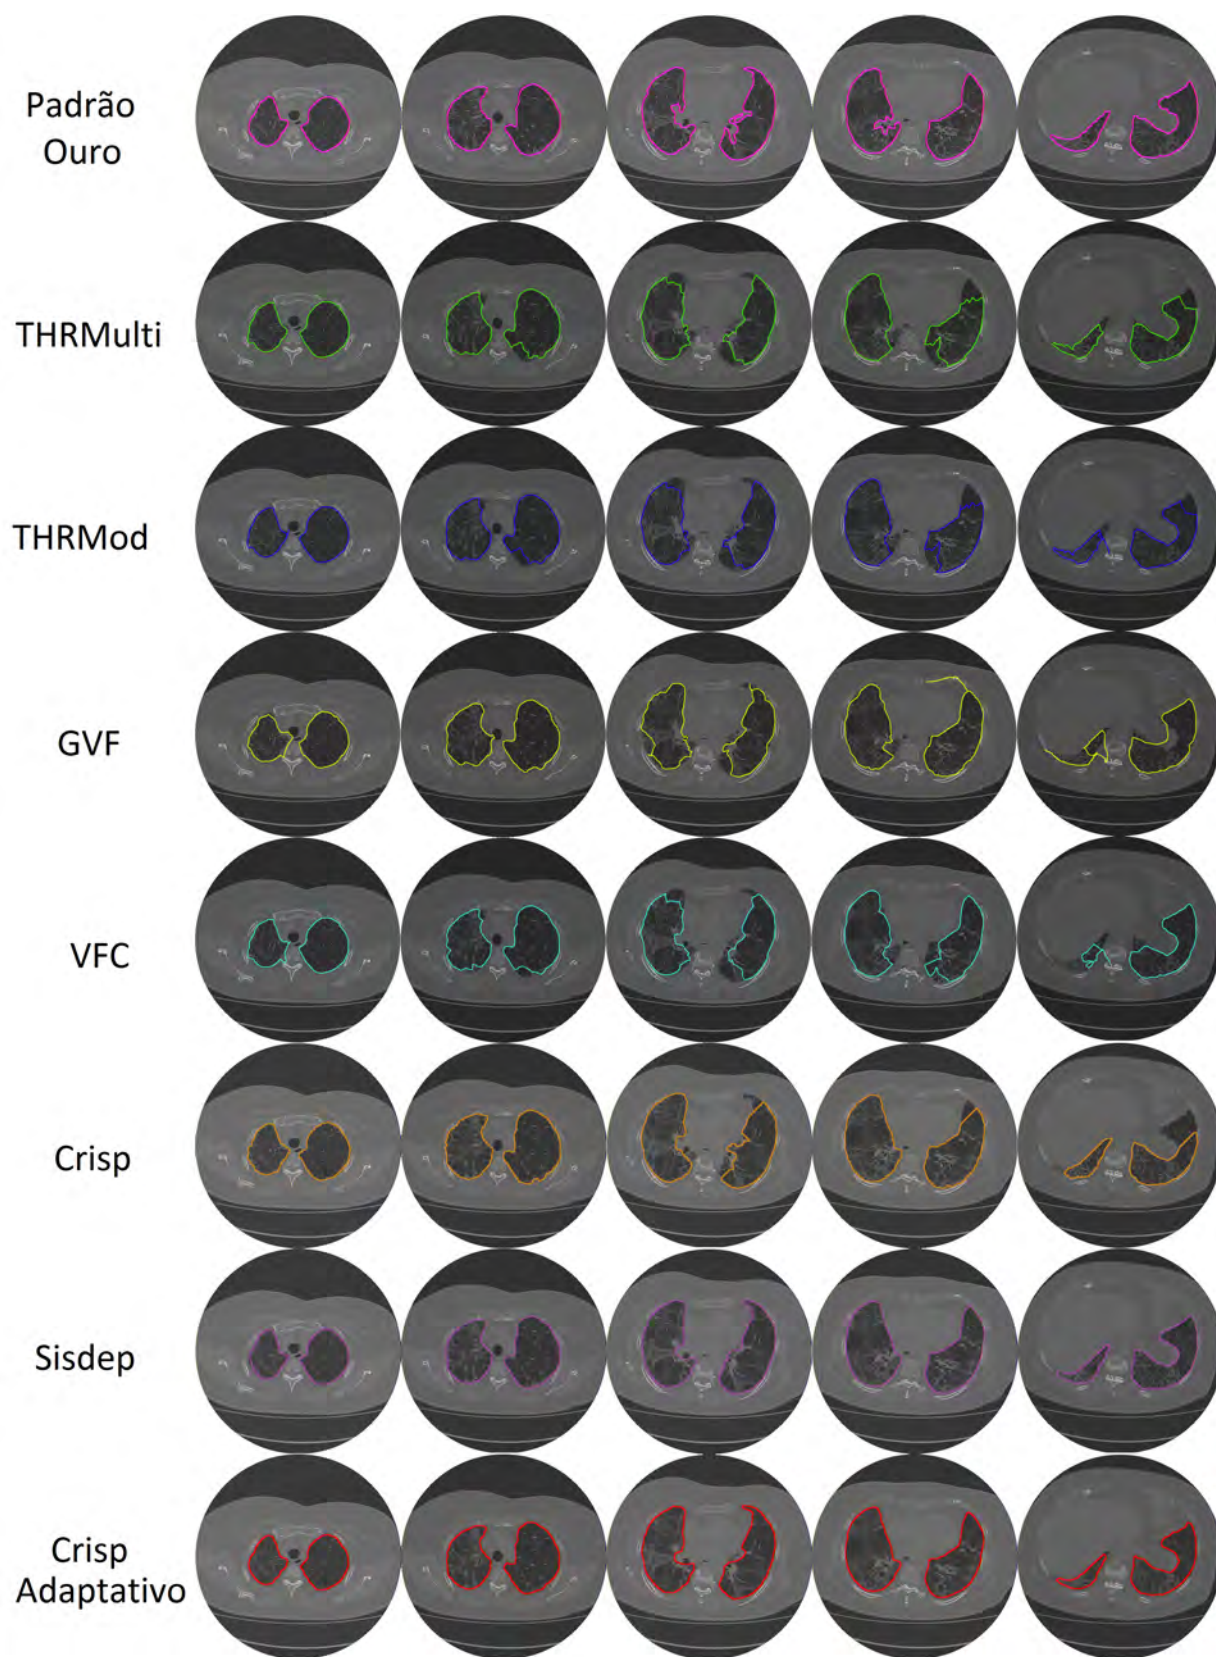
exemplos de segmentação dos pulmões em imagens de TC do tórax de pacientes com Fibrose obtidas pelo médico especialista, MCA THRMulti, MCA THRMod, MCA GVF, MCA VFC, MCA Crisp, SISDEP e MCA Crisp Adaptativo, apresentadas em cada linha de cima para baixo, respectivamente.
